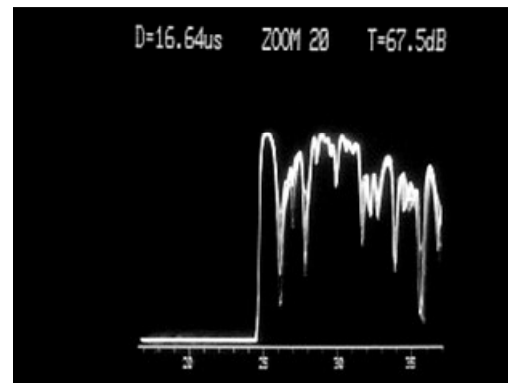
La struttura interna del melanoma coroideale all’esame ecografico appare regolare.
